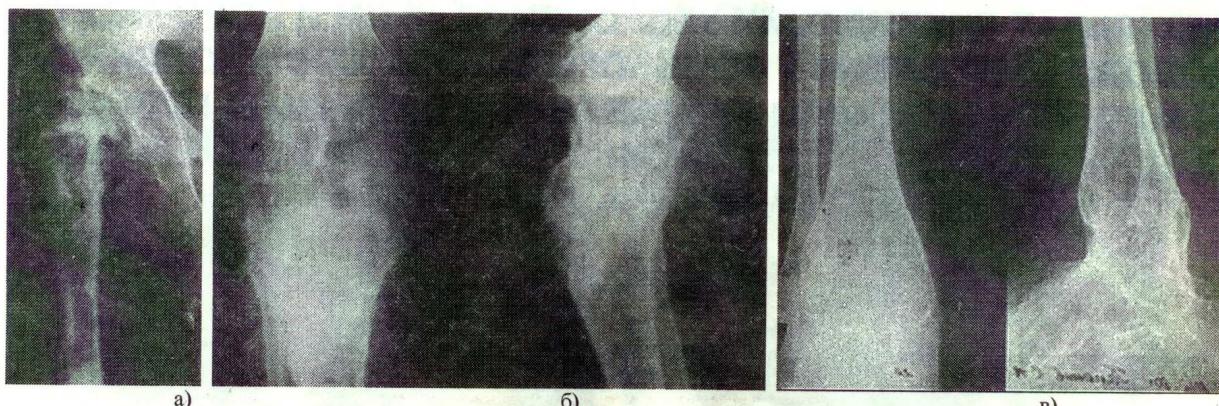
Рентгенограммы больного Галонова, 18 лет, до операции: а) правого тазобедренного сустава и проксиимальной половины бедра; б) правого коленного сустава; в) голеностопного сустава.
